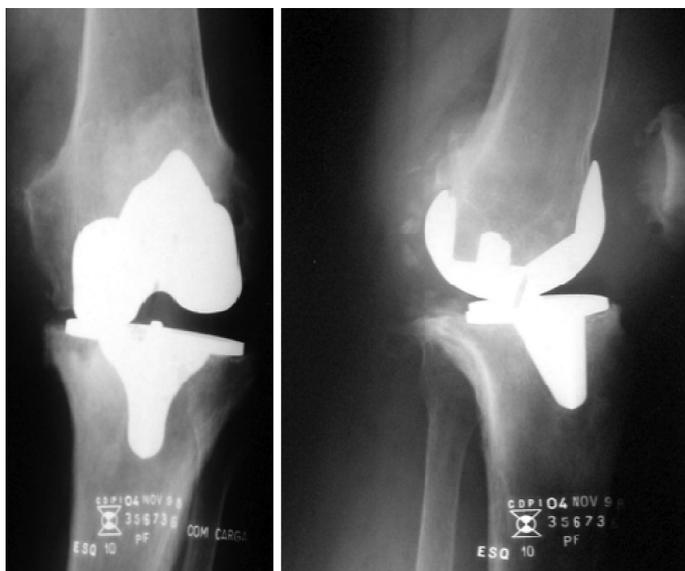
Radiografia pré-operatória do caso 2.
